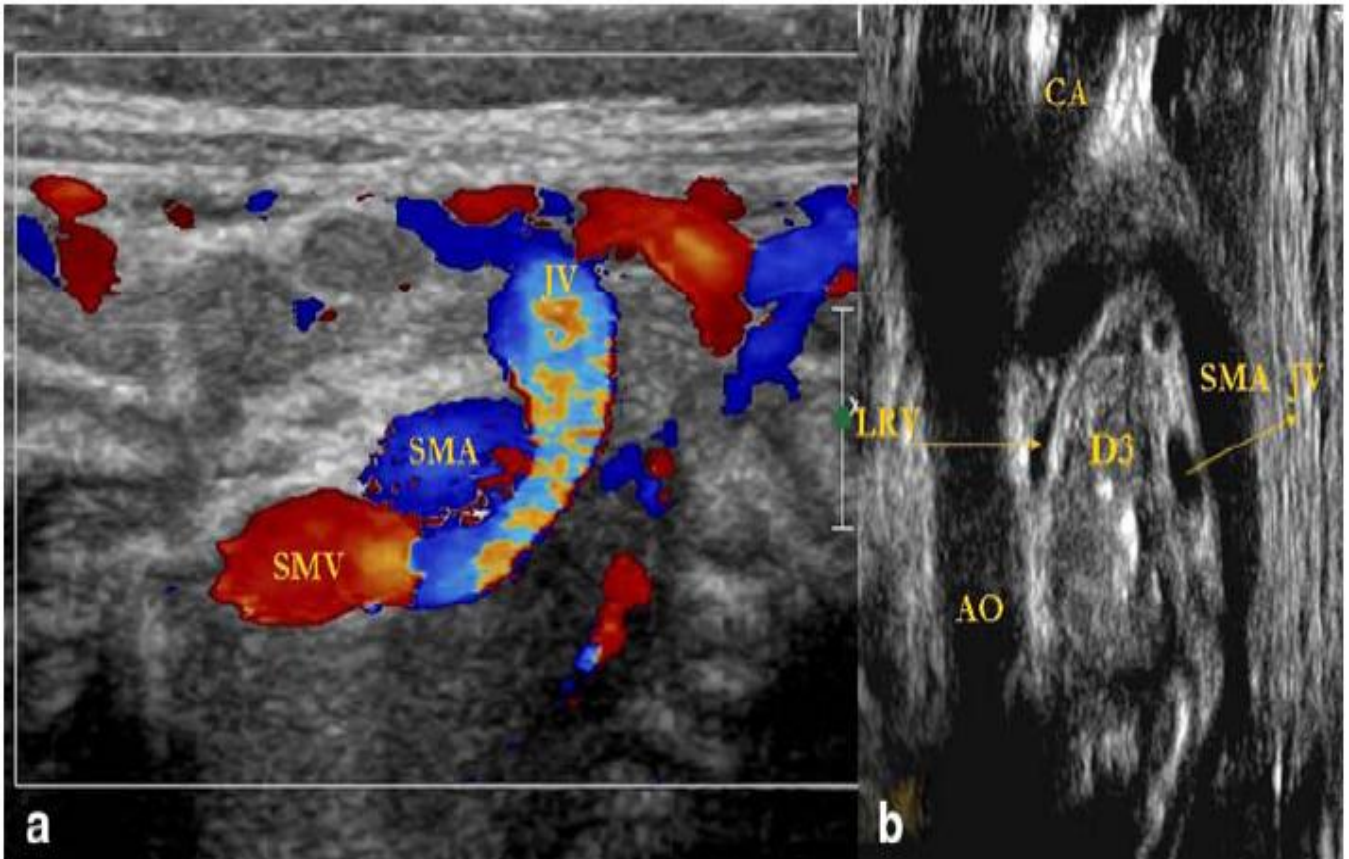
Echographie doppler montrant une inversion des vaisseaux mésentériques. [47]
